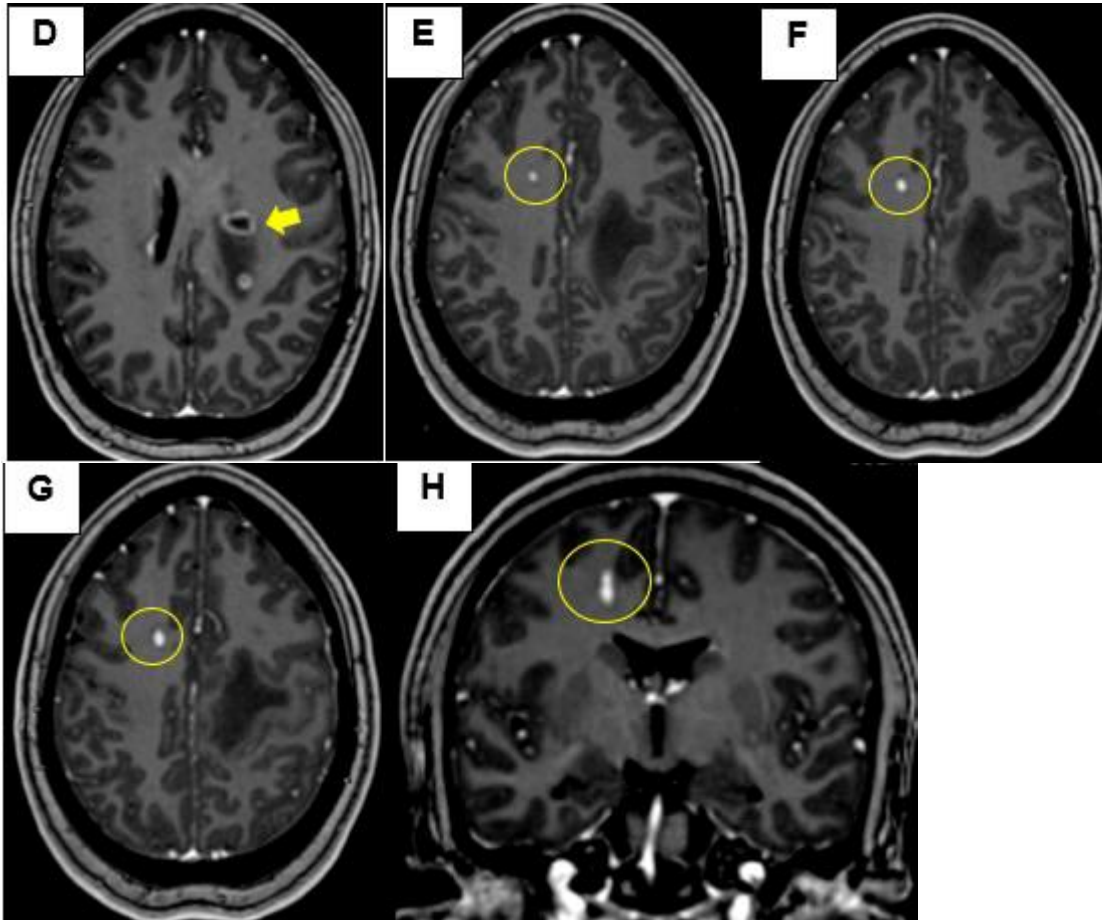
A-H, Resonancia magnética, secuencia tridimensional (3D) T1-MPRAGE contrastado en plano transversal (A-G) y coronal (H), que muestran lesiones desmielinizantes en fase aguda periventriculares y subcorticales. Lesión en rodilla del cuerpo calloso (círculo rojo) se visualiza en 6 cortes consecutivos (solo se muestran 3), con realce en anillo incompleto. De la imagen A-C, las flechas amarillas señalan placa periventricular izquierda en tres cortes también con realce en anillo incompleto, sin embargo, en D (imagen a solo 1 mm por encima de C) el realce se muestra como anillo completo (flecha amarilla), lo cual puede confundir y contarse como otra placa desmielinizante si no se tienen las secuencias de imágenes consecutivas a 1 mm. Además, en D se muestra otra placa con realce en anillo completo de localización posterior a la placa antes señalada, dicha placa se mostró en la secuencia 2D T1 TSE. De la imagen E a la G (círculos amarillos) se observa una lesión desmielinizante con realce nodular que en la reconstrucción coronal en H se muestra su profundidad lo que permite estimar o calcular el volumen de las lesiones con precisión. Todas las lesiones descritas solo se vieron una vez en las secuencias 2D T1- turbo spin- echo (figura 3).
